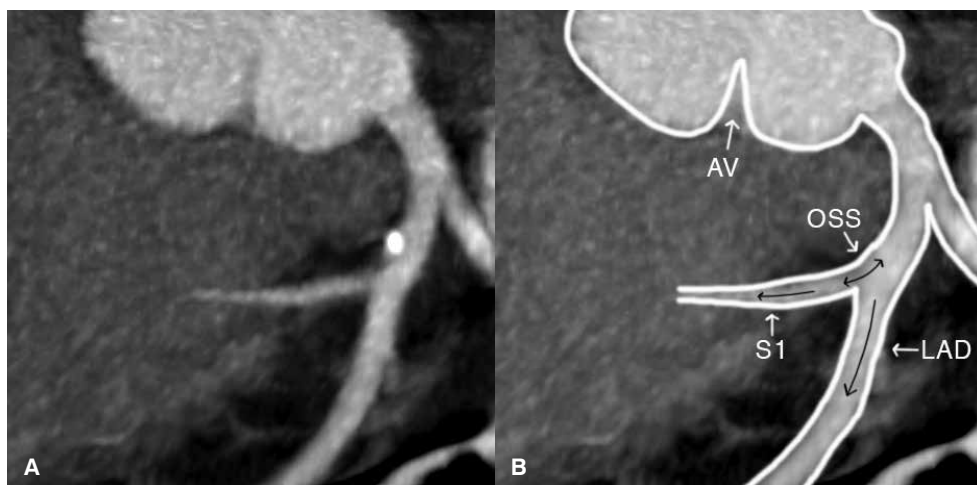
Mostek mięśniowy w badaniu angio-CT tętnic wieńcowych. Silnie uwapniona zmiana miażdżycowa widoczna w odcinku proksymalnym do mostka
